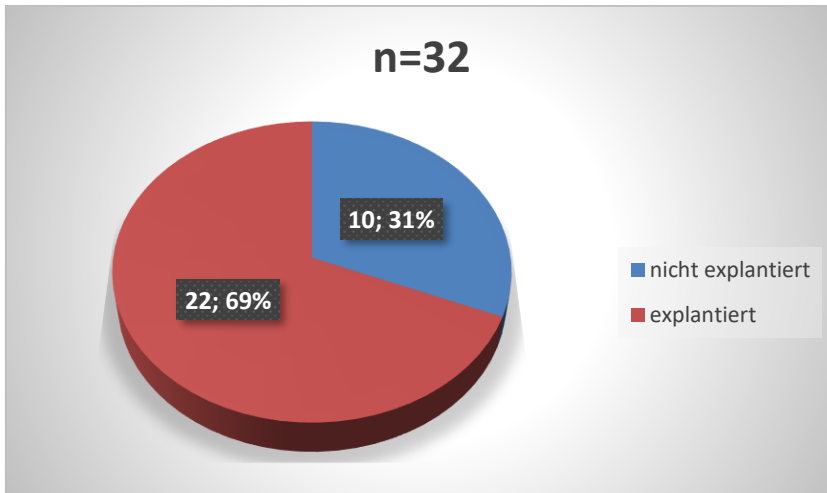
Explantation als Konsequenz der CT-Diagnostik
